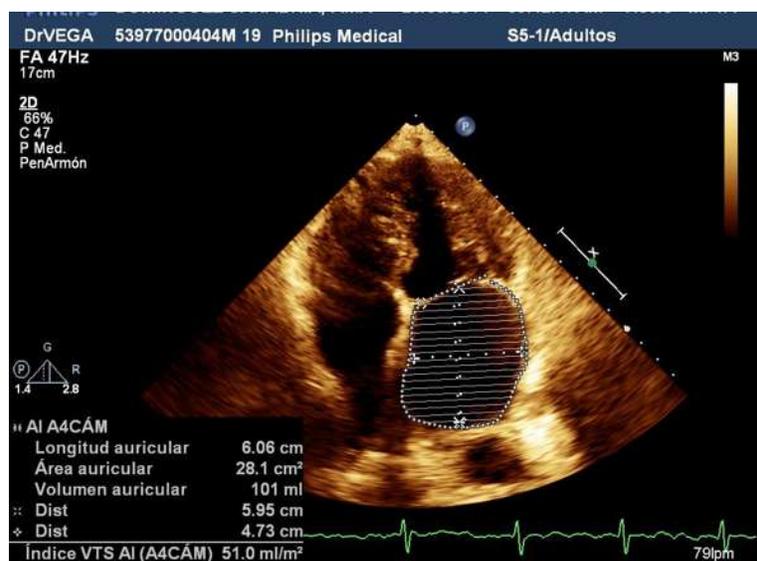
Ecocardiograma transtorácico de un paciente con FA
